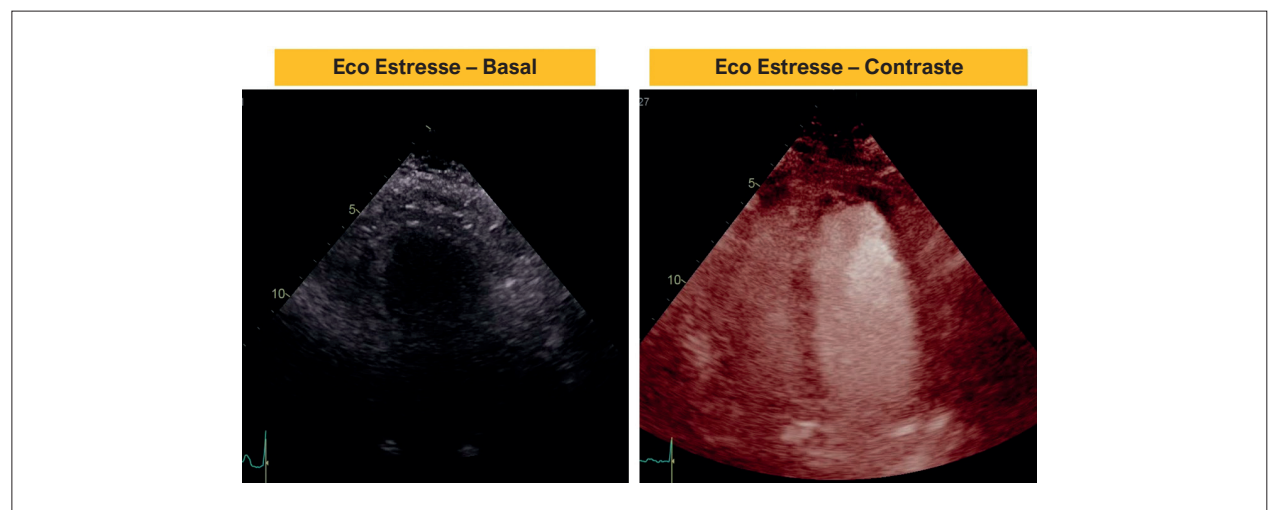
Paciente portador de doença pulmonar obstrutiva crônica e obesidade com solicitação de ecocardiograma farmacológico sob estresse pela dobutamina. Imagem basal com qualidade reduzida. Houve melhora com o uso do agente de realce de ultrassom possibilitando a realização do exame.
